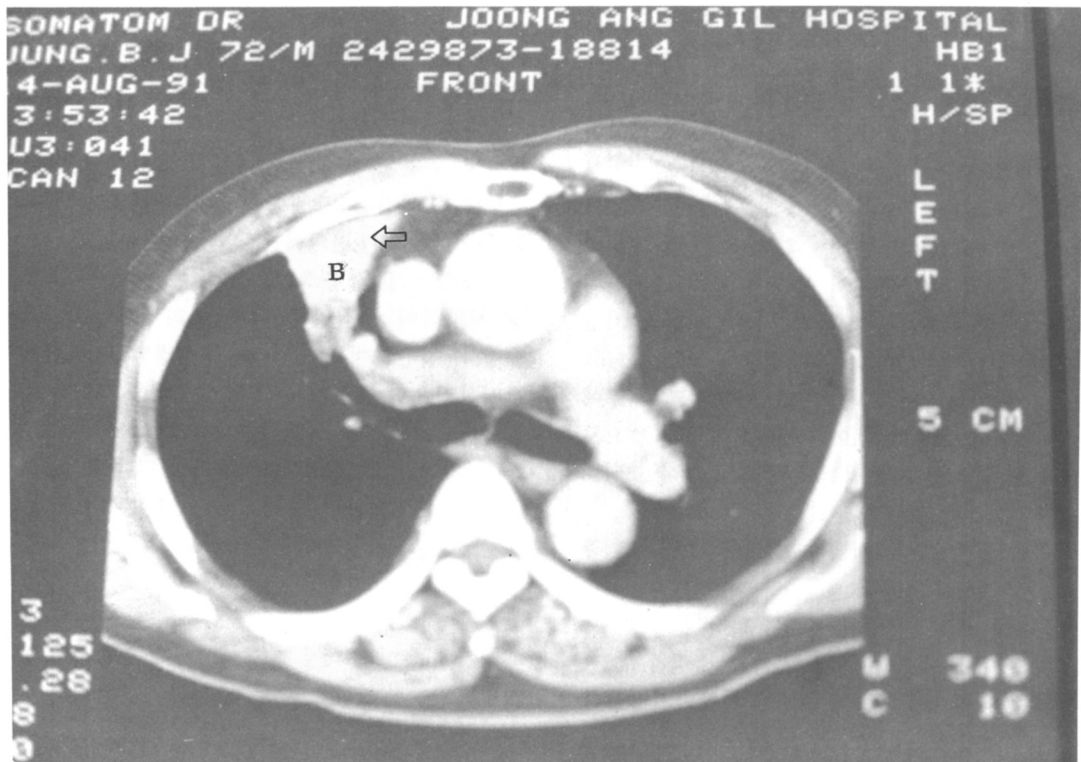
Chest CT scan revealed atelectasis(B) suggestive of pulmonary embolism.
